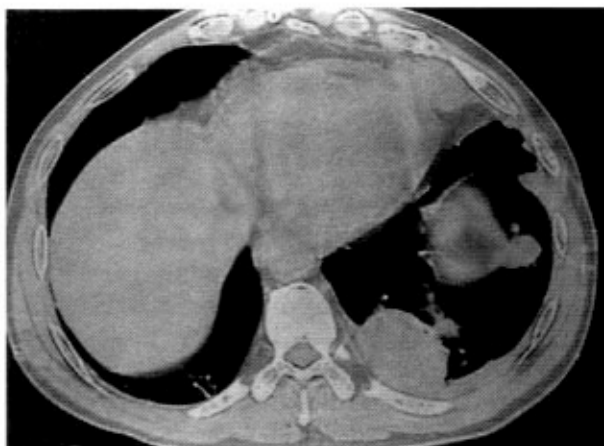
TAC de tórax con engrosamiento pleural de borde interno irregular en el que se destaca una imagen posterior nodular.
